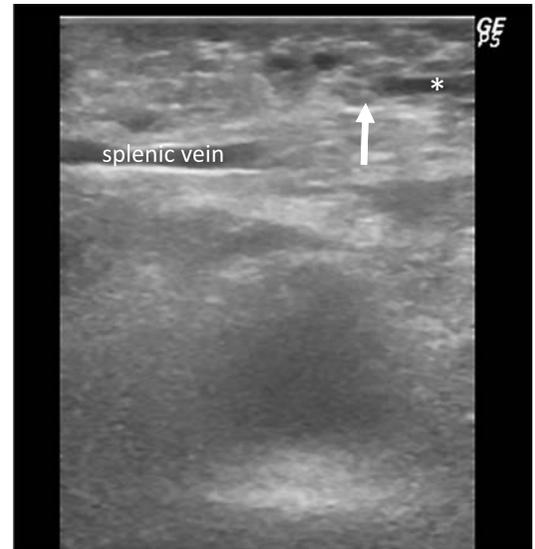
術中超音波所見：膵体部で主膵管の狭窄を伴う5 mm大の低エコー腫瘍を認め(白矢印), それより膵尾側の主膵管拡張を認めた。(*)は主膵管を示す。
